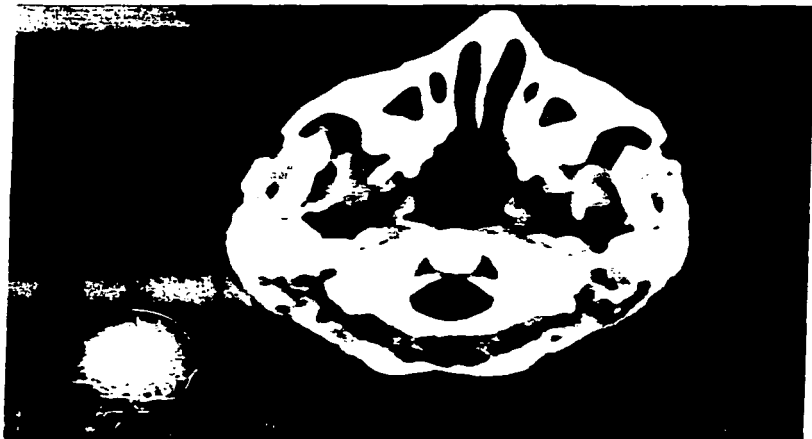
TAC de parótidas de control del Caso 4 en la que sólo se aprecia aumento de volumen de ambas glándulas, sin cambios quístico, a los 5 años.
